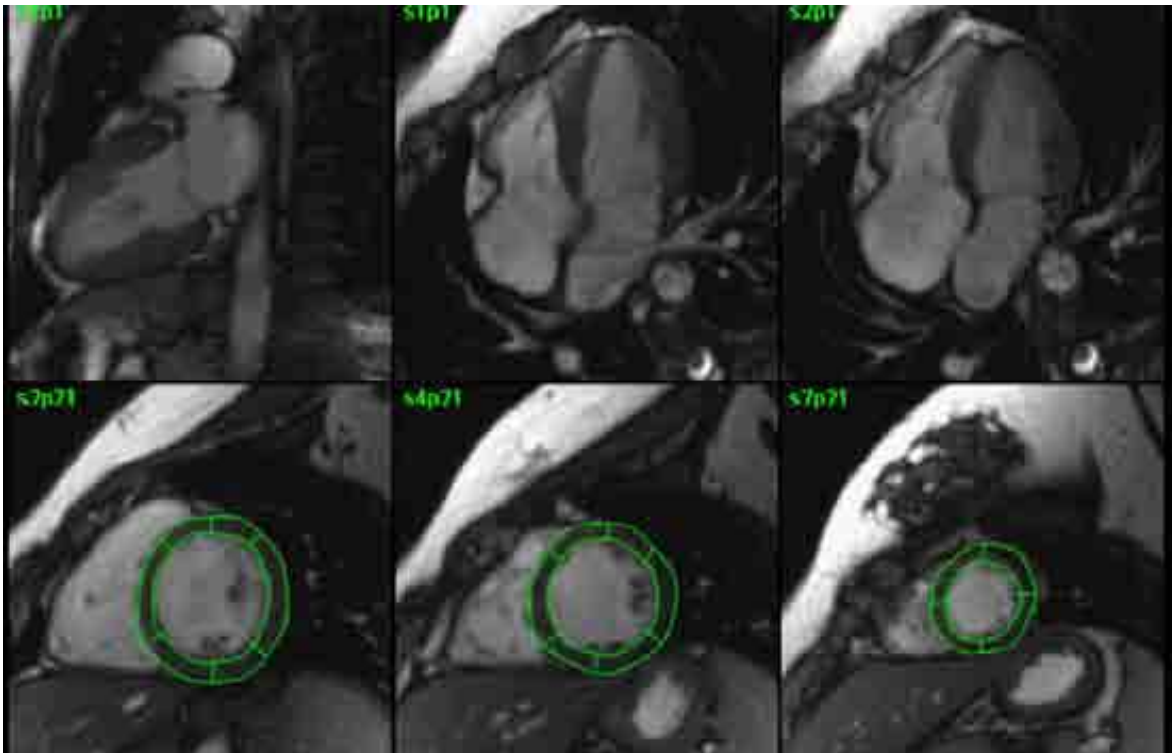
Segmentos basal, medial y apical en resonancia magnetica cardiaca.
